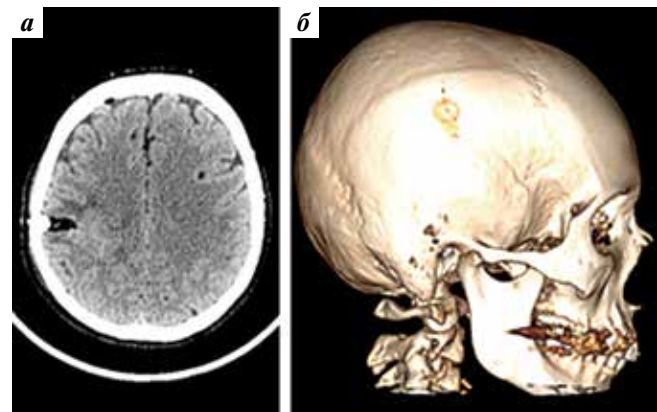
Клинический случай 1. Компьютерная томография головного мозга пациентки, выполненная на 1-е сутки после биопсии: очагов ишемии и кровоизлияний не выявлено (а); в правой теменной кости определяется трепанационное отверстие, заполненное костной крошкой (б)
